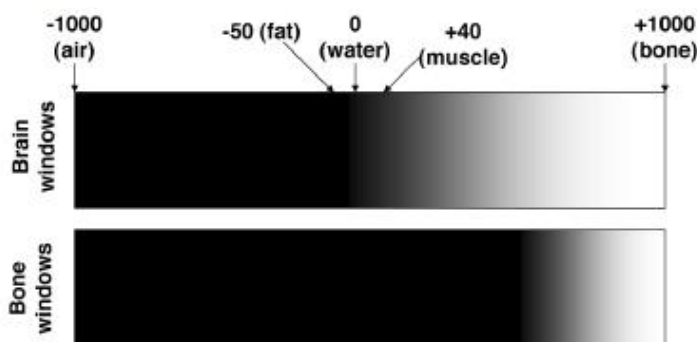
Escala de HU: valor -1000 HU é atribuído ao ar, o valor 0 HU à água e +1000 HU ao osso. ("Interpretation Of Non-Contrast Head CT,")
